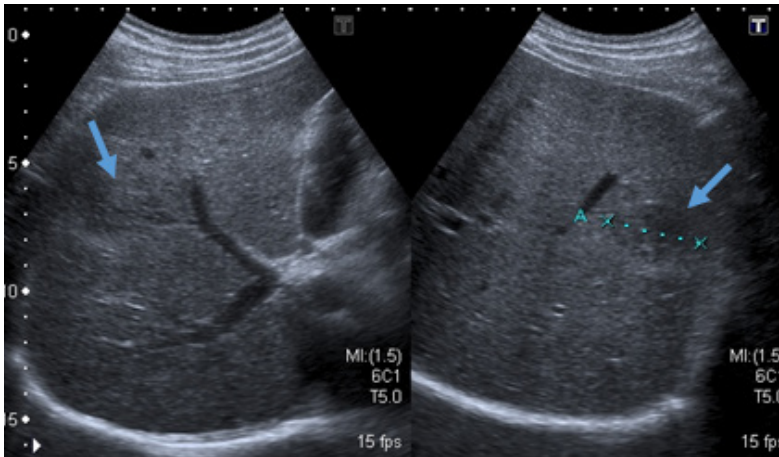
Liver ultrasound – Slight hepatomegaly and diffuse heterogeneous texture of the liver; two subcapsular, hypoechogenic, ill-defined liver lesions are seen (arrows).
